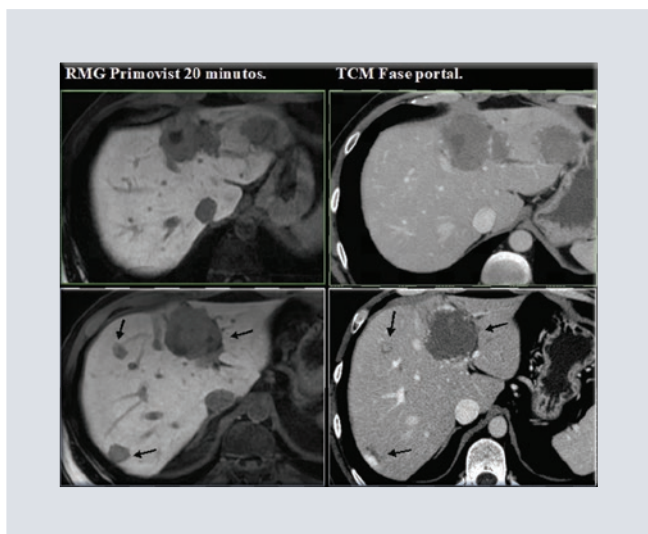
Imágenes comparativas de metástasis identificadas mediante resonancia magnética con contraste específico para hígado (RMG) y tomografía en fase portal (TCM); las flechas señalan las mismas lesiones detectadas en cada método.
